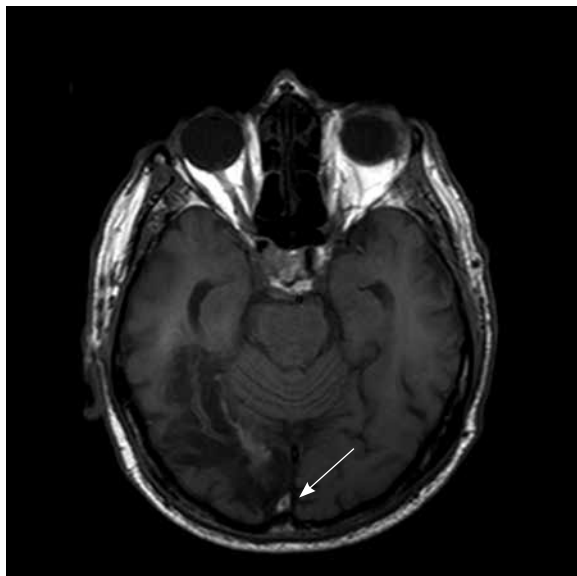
Пациент П., МРТ, T2-ВИ. Зона энцефаломалиции в правой теменно-затылочной области (стрелка) – группа 1
